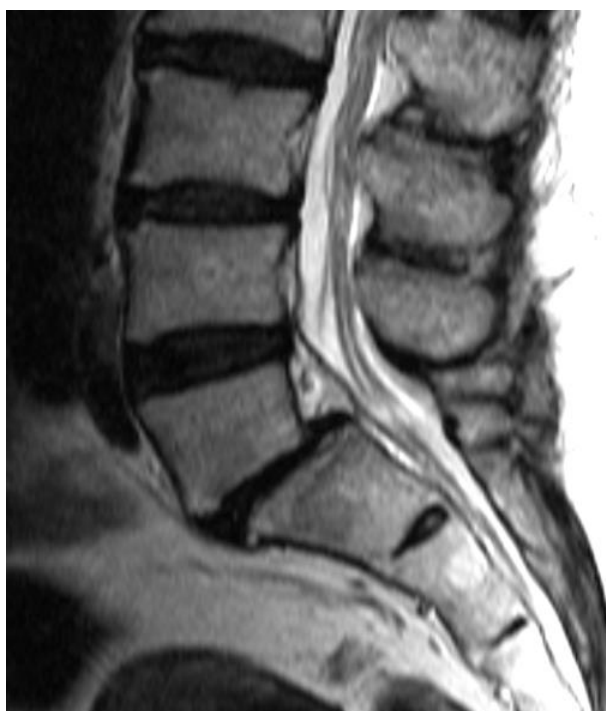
Spondiloliza. Prekid kontinuiteta pars interartikularis L5 kralješka na sagitalnim CT (a) i MR T1 (b) presjecima.
